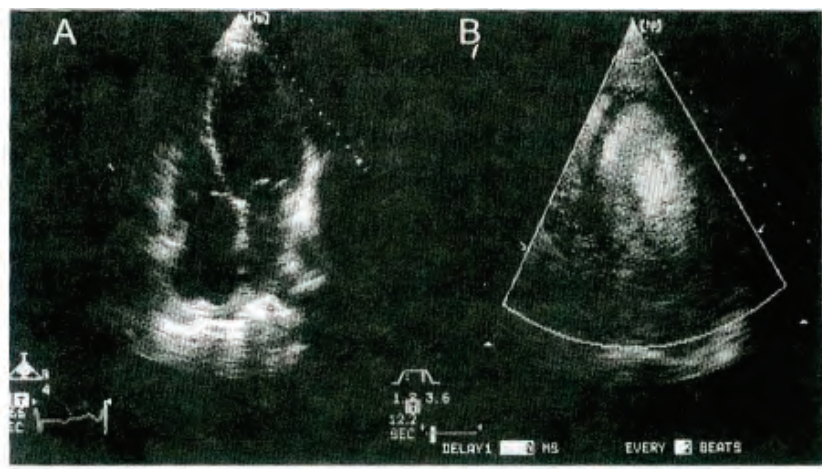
A. Eco Bidimensional, 4 cámaras, demostrando trombo en apex V.I. de 2 cms. B, Trombo visualizado con técnica armónica después de la inyección de contraste: Optison. C, Trombo demostrado con colorización Doppler armónica, post Optison.
